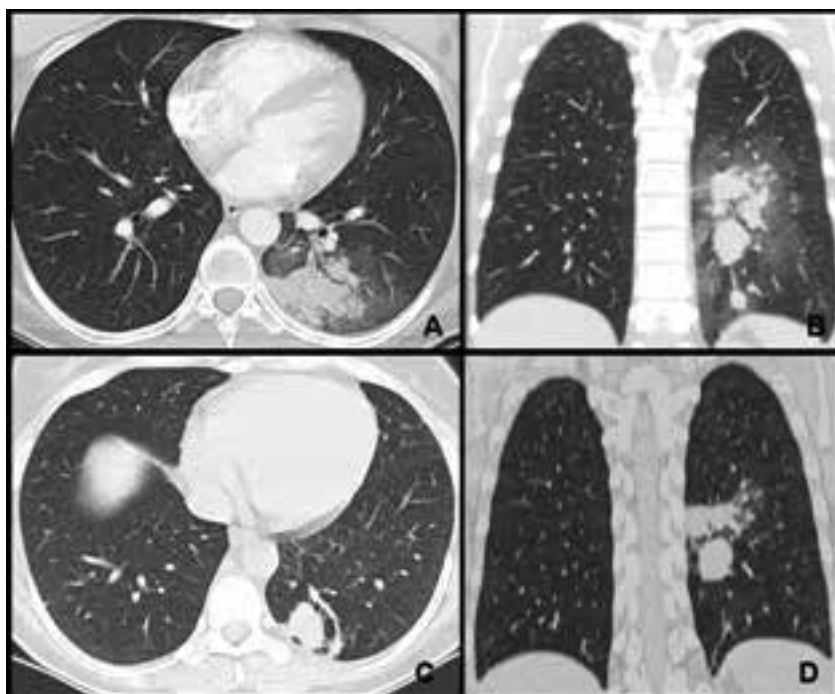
Panel A y B: Tomografía de tórax de alta resolución realizada en agosto de 2013; corte coronal y sagital respectivamente. Panel C y D: Control realizado en octubre de 2013; corte coronal y sagital.
